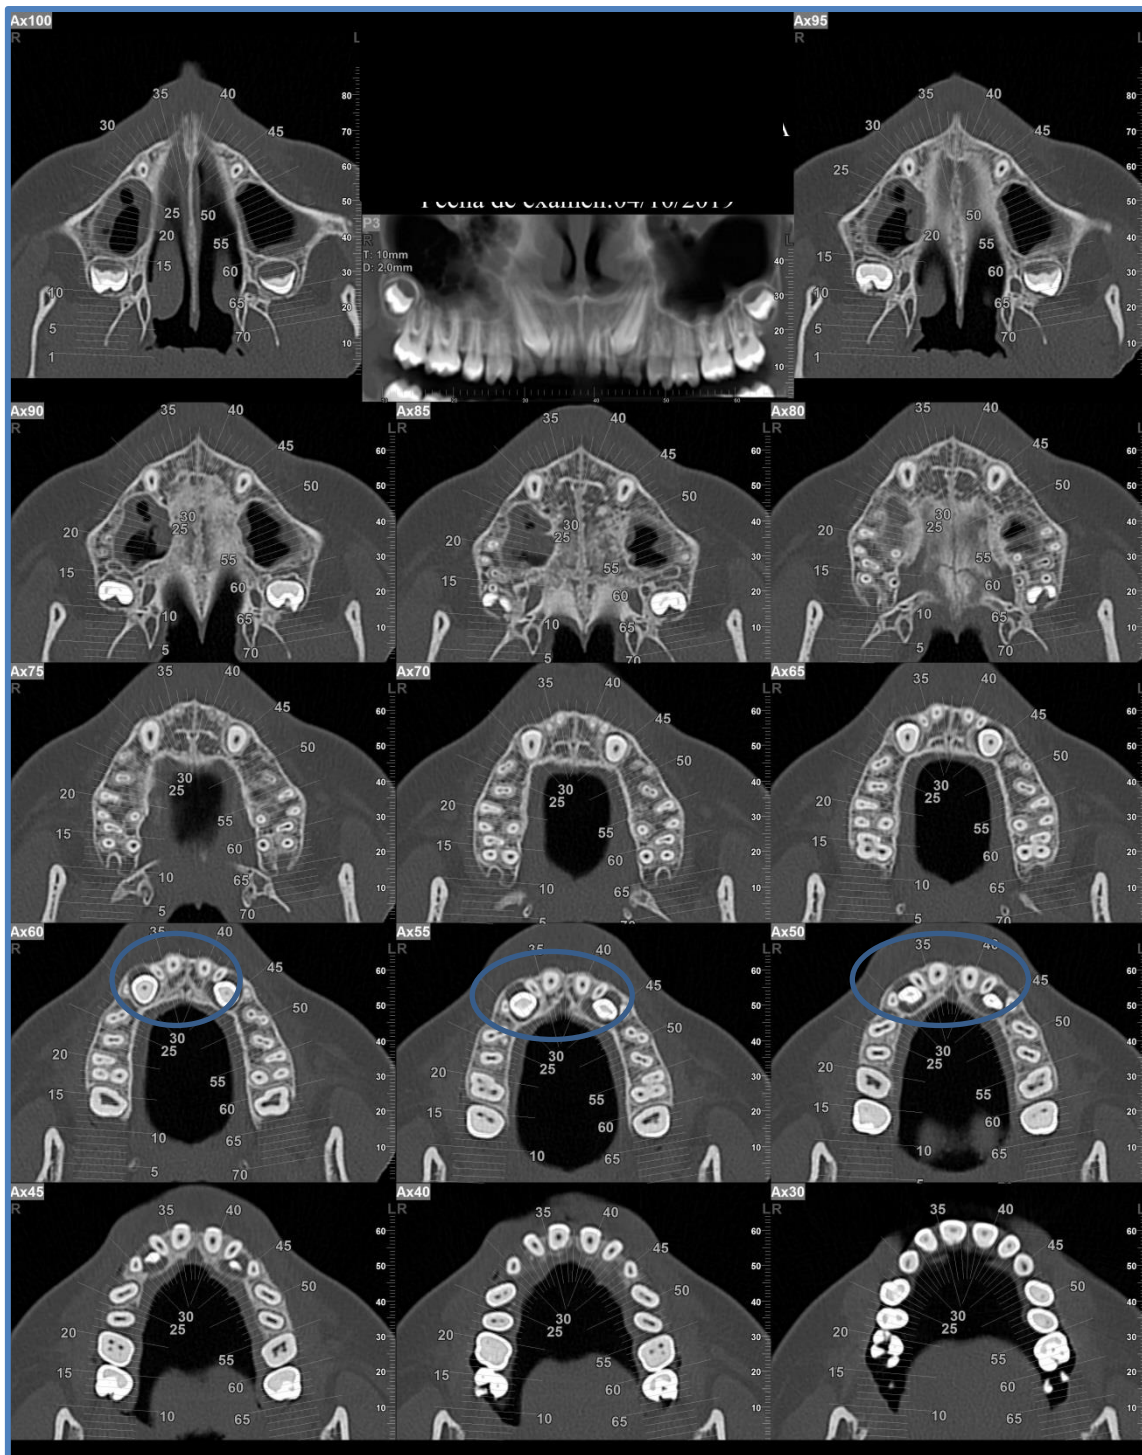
Corte transversal del TAC para comprobar la posición de los caninos permanentes.
